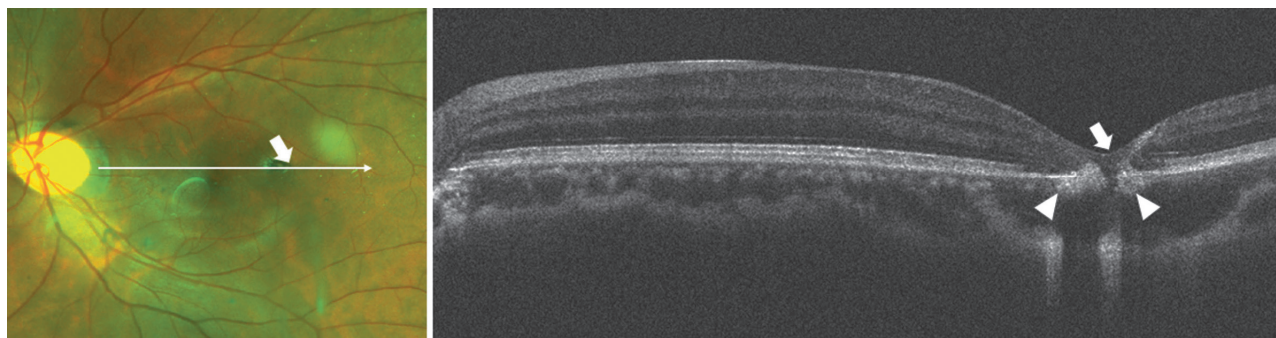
Оптическая когерентная томография. Постепенное разрушение слоя фоторецепторов вокруг очага и «провал» наружного плексиформного слоя и внутренних слоев сетчатки (стрелка) (стадия 4). Очаги разрушения пигментного эпителия сетчатки и выпячивание сетчатки исчезают благодаря пролиферации пигментного эпителия сетчатки (треугольная стрелка), благодаря чему линия наружного плексиформного слоя восстанавливается
